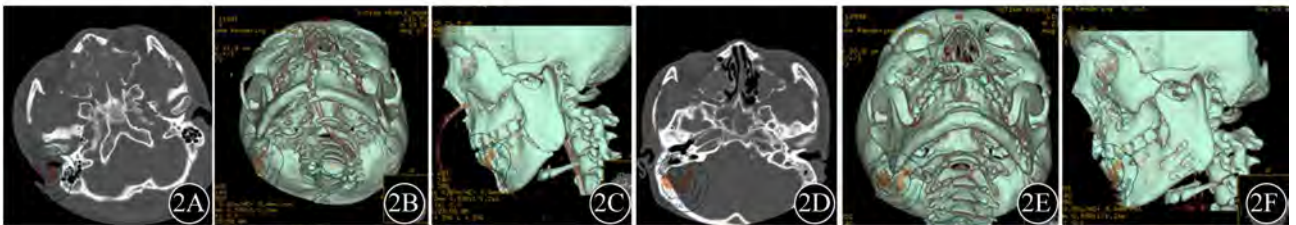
2A: 术前CT轴位显示左侧颧弓骨折; 2B: 术前三维CT显示双侧颧骨B型骨折、双侧颧弓骨折、上颌骨LeFort II型骨折、下颌骨正中骨折和左侧下颌角骨折, 骨折移位明显; 2C: 术前三维CT显示左侧颧骨骨折向内下移位; 2D: 术后(3 d) CT轴位显示左侧颧弓未达解剖复位; 2E: 术后三维CT显示两侧颧骨颧弓基本对称; 2F: 术后三维CT显示左侧颧骨、颧弓复位; 2G: 术后8个月CT轴位显示两侧颧弓对称; 2H: 术后8个月三维CT显示两侧颧骨颧弓对称, 骨折处骨性愈合; 2I: 术后三维CT显示左侧颧弓骨性愈合; 2J: 术后8个月三维CT显示两侧面中1/3对称, 骨折处骨性愈合; 2K: 术后8个月三维CT显示两侧颧骨颧弓对称
